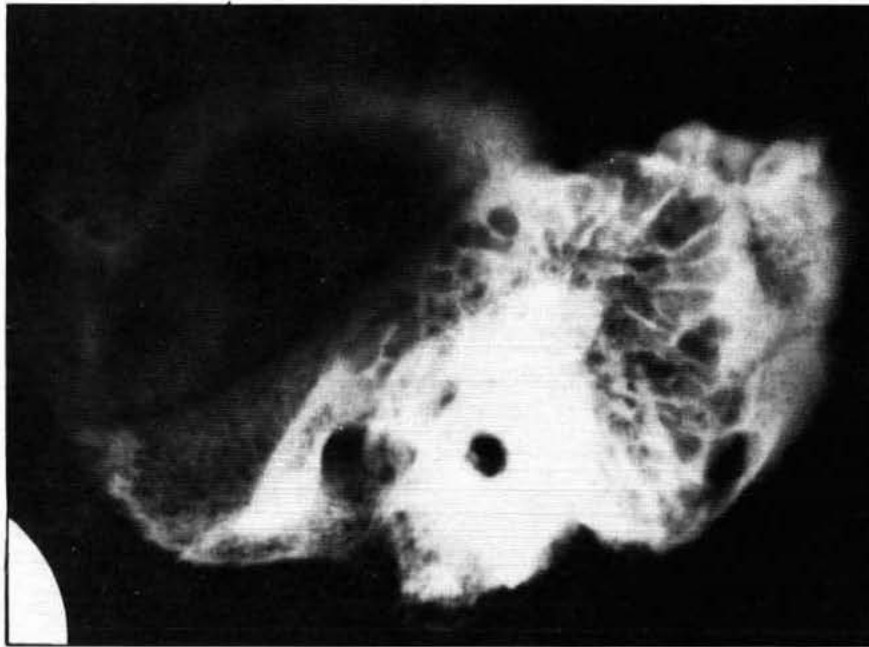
Radiografía convencional del hueso temporal de la figura precedente.
